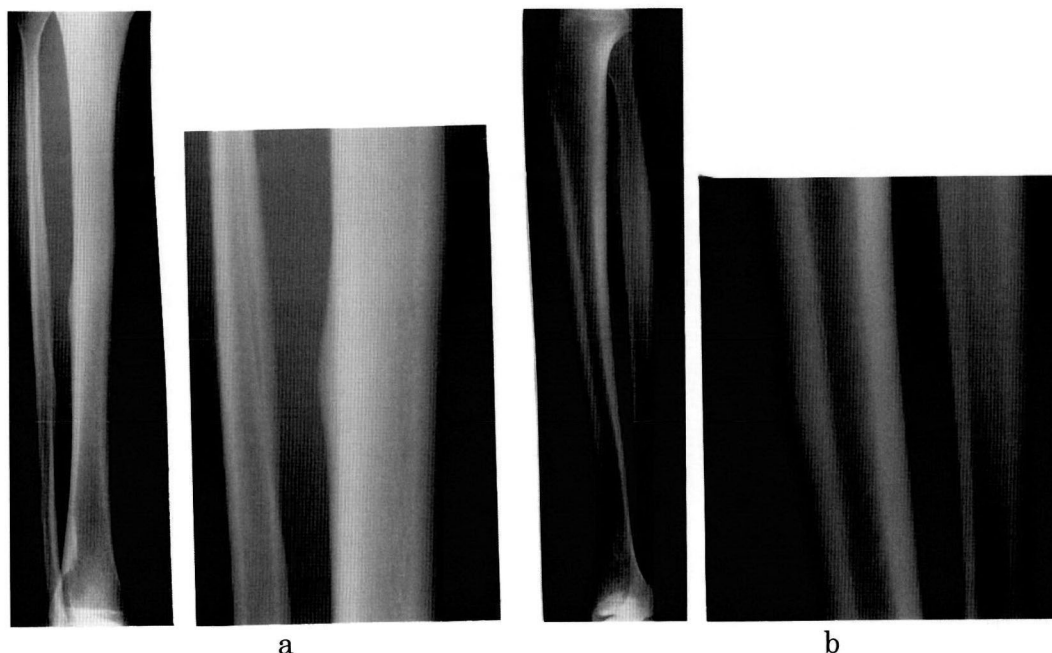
Plain radiograph of the tibia at the second examination reveals a radiolucent lesion in the center of the tibial shaft and the anterior bone cortex, with bone callus in a certain portion around the fracture area
